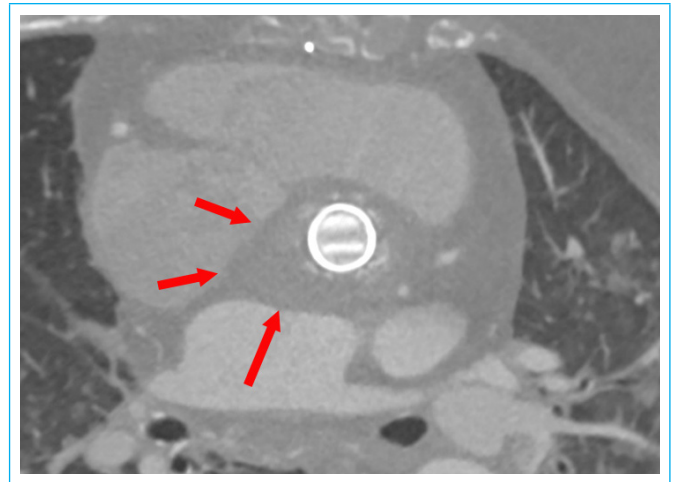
TC cardíaco. Plano sagital. Engrosamiento marcado de la región perivalvular en la región del absceso
